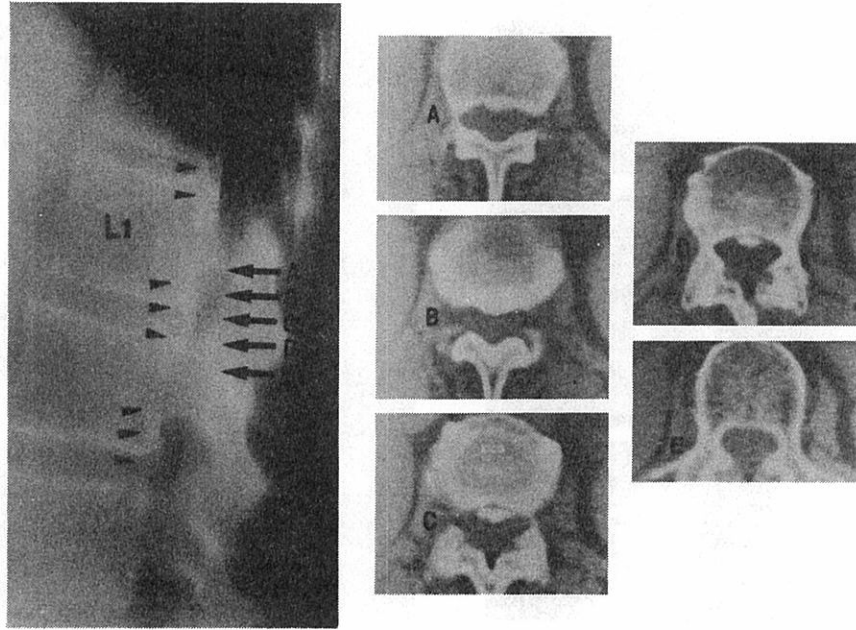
Bridge-type PLLO on lateral tomography and on CT (Case 9).
